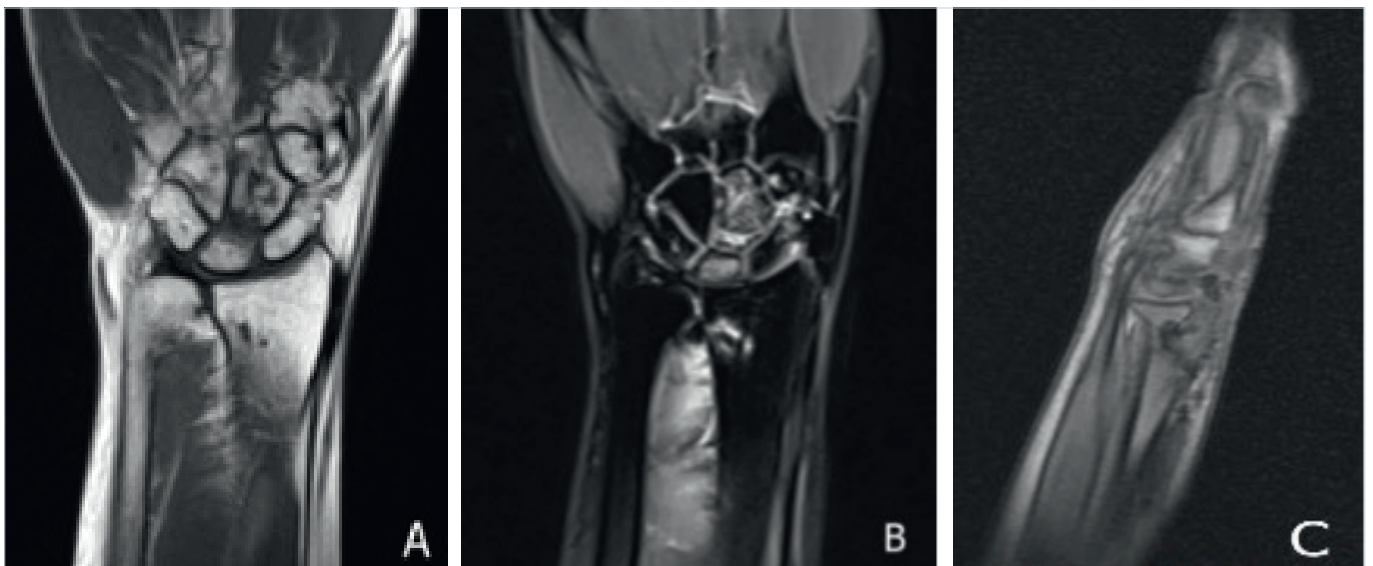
RMN a 12 mesi F-U: riduzione del segnale a bassa intensità; segno di graduale rivascularizzazione.
